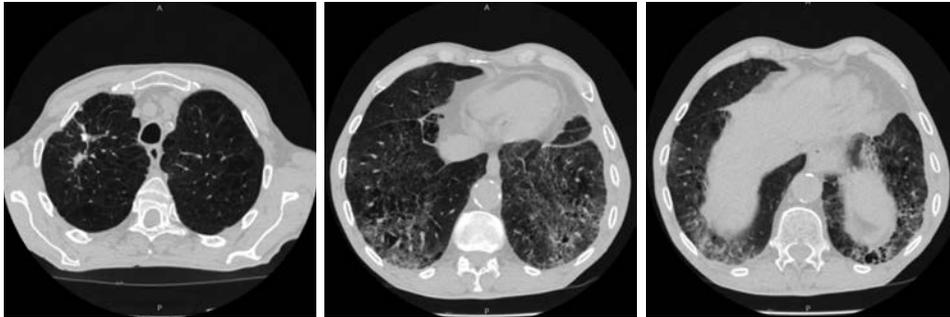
МСКТ ОГК того же пациента от марта 2022 г.
